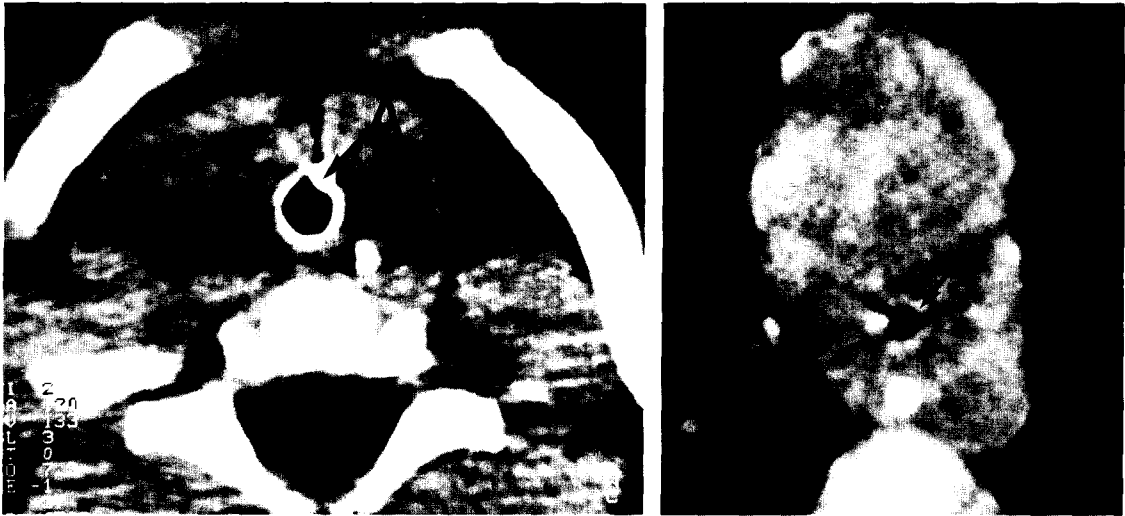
술전 흉부단층촬영 사진. 상부기관에 (A) 비해 하부기관 의 (B) 내경이 많이 좁아져 있는 것을 볼수 있다.
